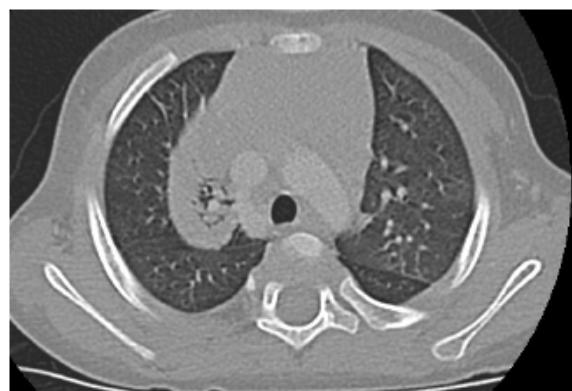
HRCT torace: a destra, in sede lobare superiore, nel segmento anteriore, area di maggior densità per fenomeni di atelettasia con riduzione di calibro della diramazione bronchiale corrispondente; non sono rilevabili immagini di impegno mucoide. In sede dorsale bilaterale si apprezzano alcune strie dense da ispessimento dell'interstizio peri-bronco-vascolare.
